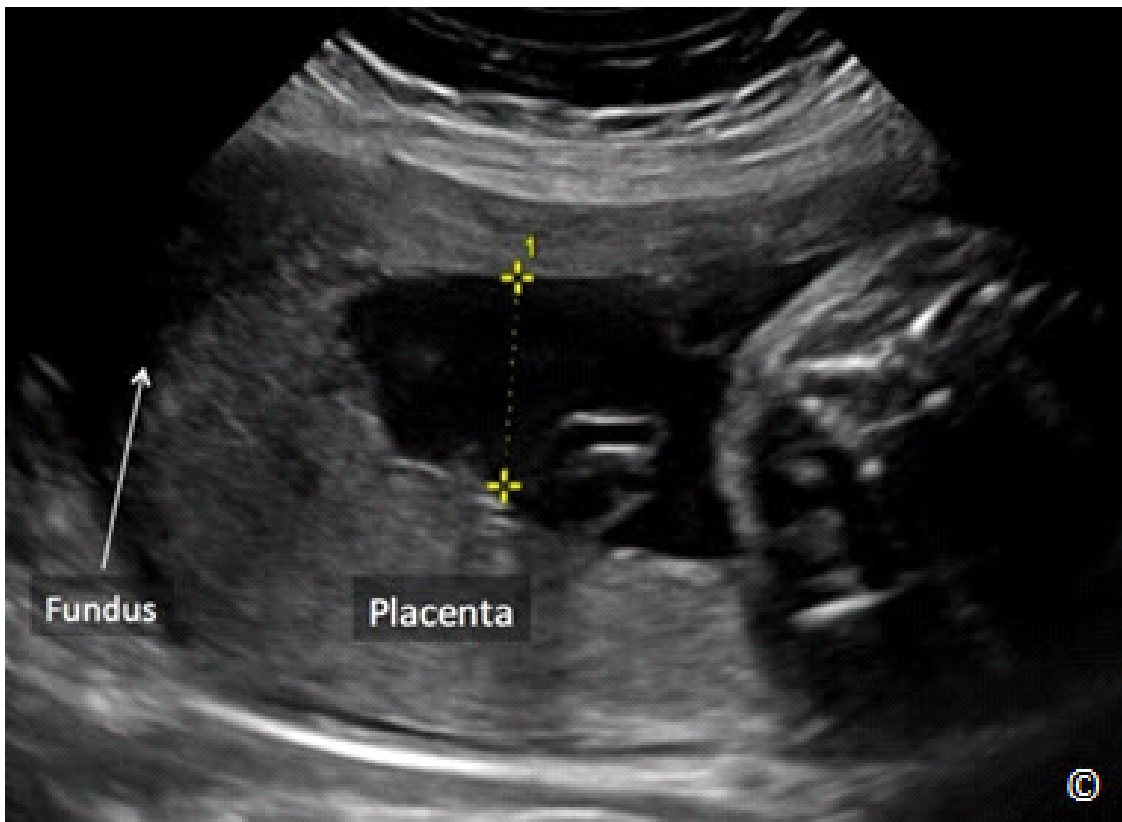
Ecografía transabdominal durante segundo trimestre en una orientación sagital que muestra una placenta normal del fondo uterino (rotulado). El fondo uterino está etiquetado para orientación de la imagen. En esta figura, también se mide un bolsillo vertical de líquido amniótico.
